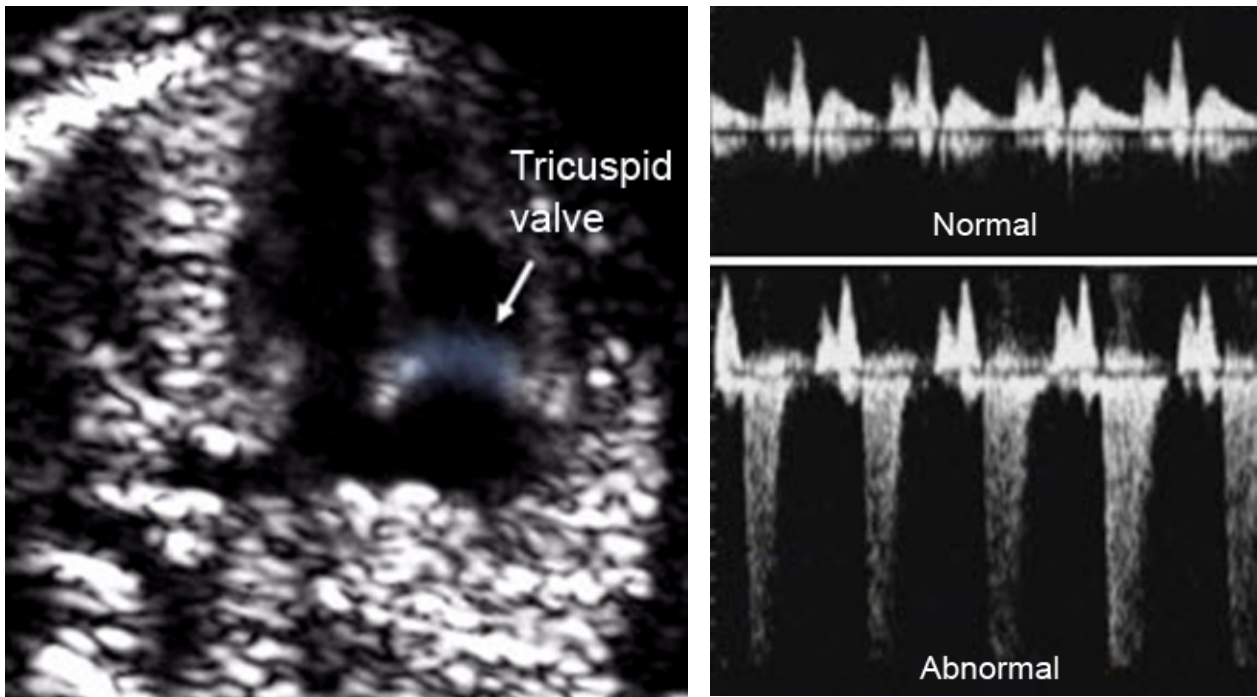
Beurteilung der Trikuspidalklappe mittels Spektraldoppler: rechts oben Darstellung von normaler E- und A- Welle (antegrad), rechts unten Darstellung der systolischen Trikuspidalklappenregurgitation (retrograd)
